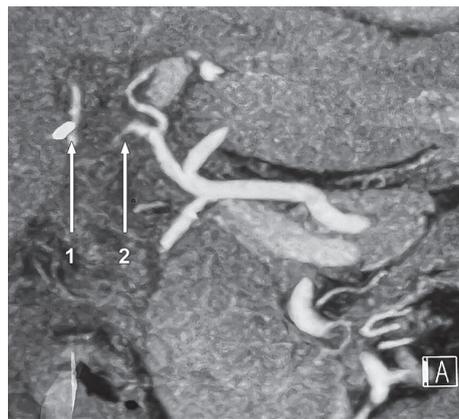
МСКТ-ангиограмма. 1 — дистальный сегмент правой печеночной артерии; 2 — проксимальная культя правой печеночной артерии
